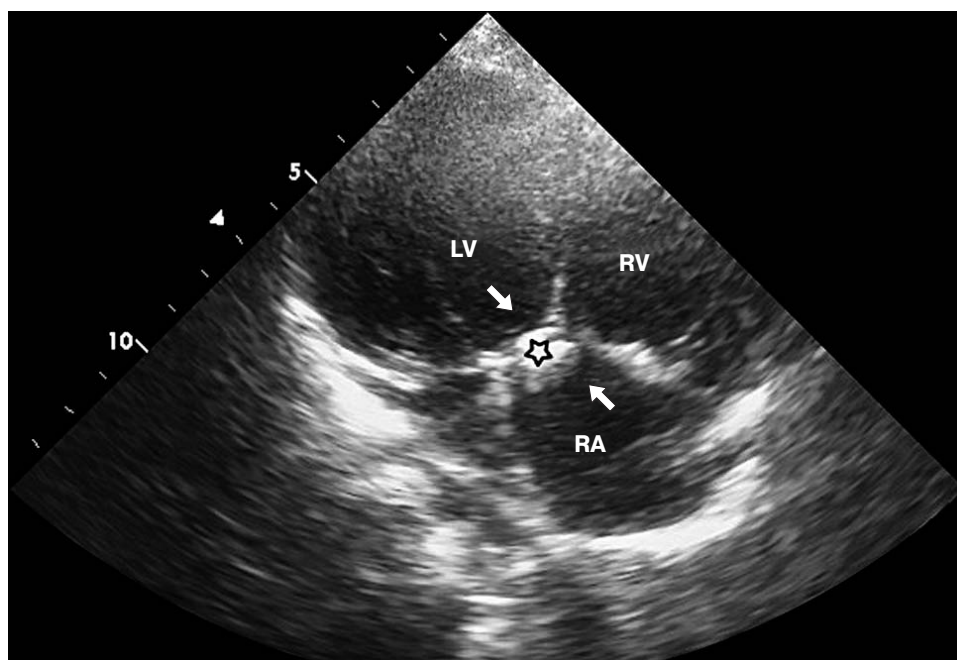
Трансторакальная эхокардиограмма; четырехкамерная проекция. Звездочкой отмечен эхосигнал от окклюдера.
